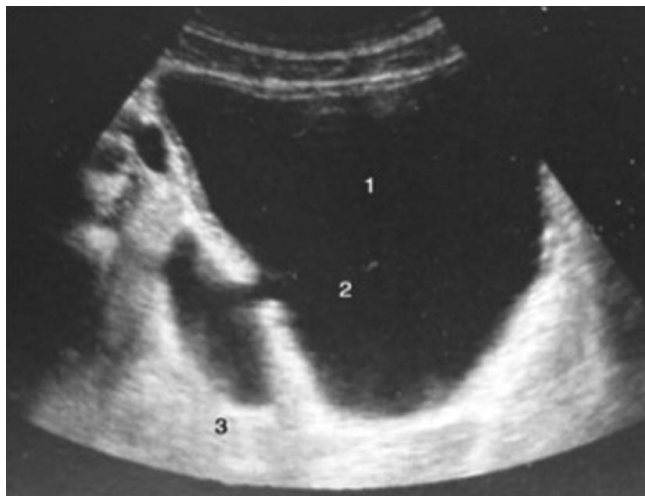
Échographie vésicale avec diverticule vésical. (1. Vessie. 2. Collet. 3. Diverticule).
